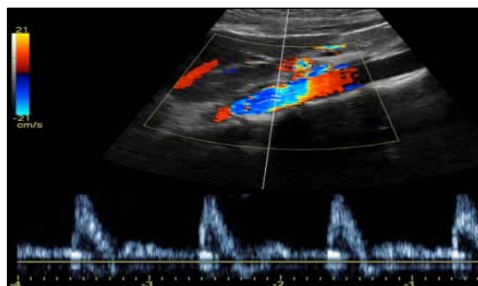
Imagen del flujo sanguíneo con doppler a color.
